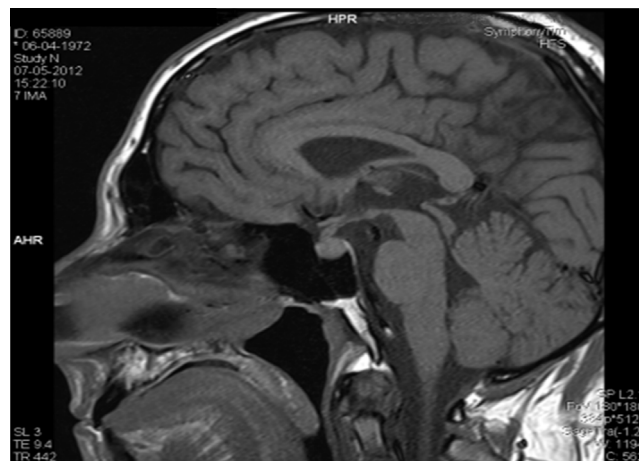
RM hipofisária (ponderação T1) em corte sagital: de notar a ausência do habitual hipersinal em T1 da hipófise posterior.
